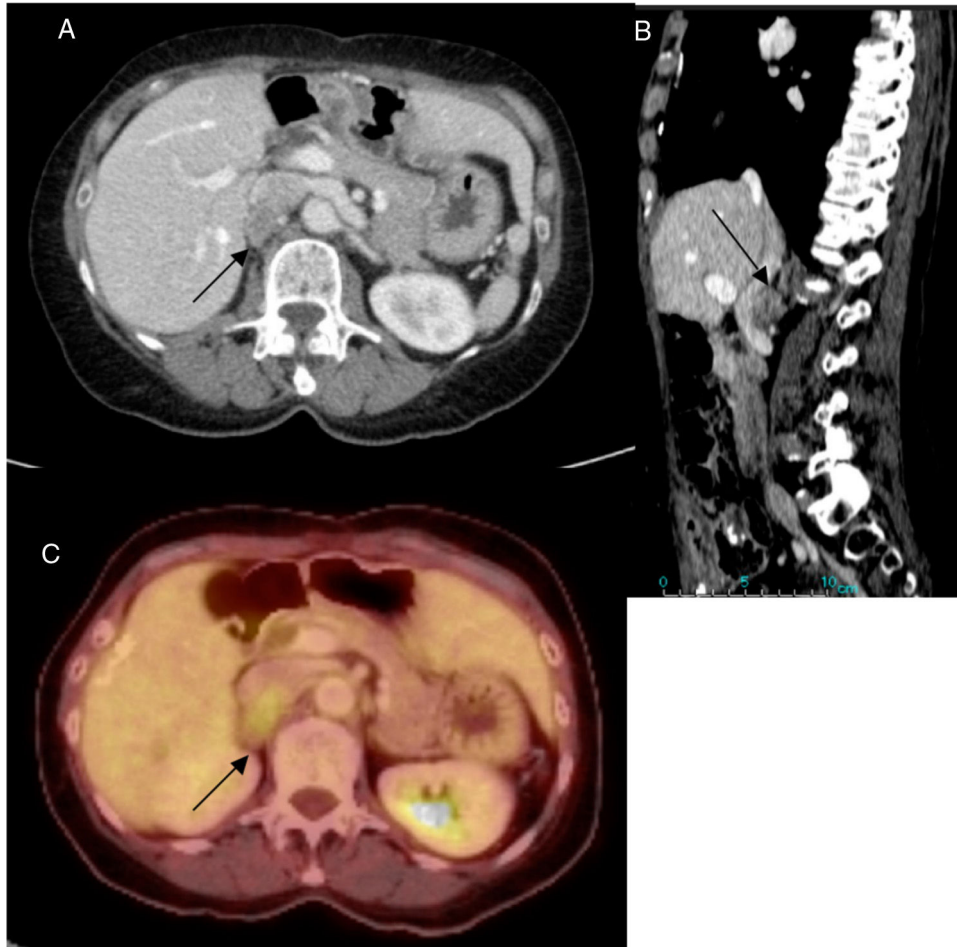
Nódulo retroperitoneal de 27 mm a partir de la pared posterior de la vena cava inferior (A y B, flechas). Actividad hipermetabólica del nódulo en PET/TAC (C, flecha).
